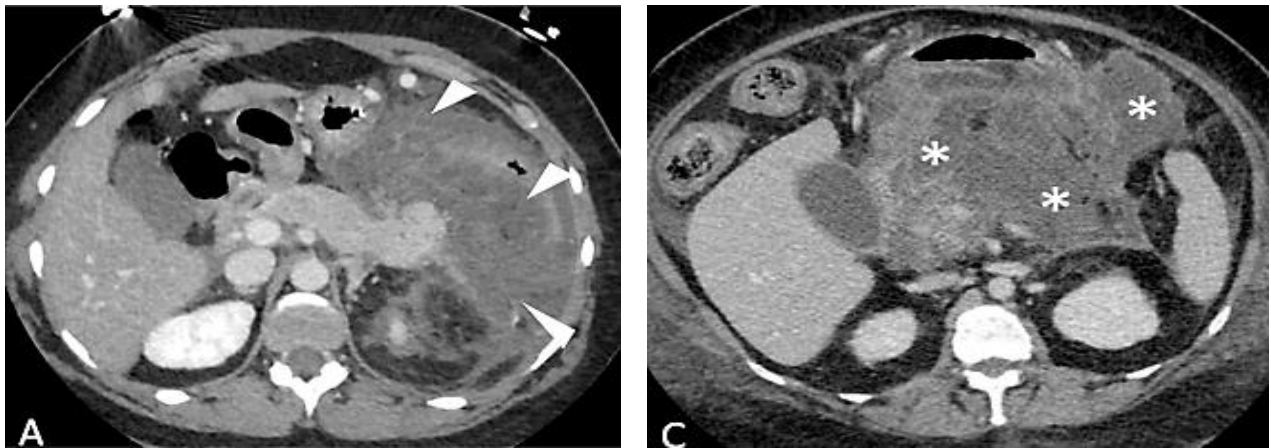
Coupes axiales de TDM objectivant une volumineuse CAN extra-pancréatique (A) et intra-pancréatique (C) effaçant le parenchyme pancréatique normal (15)
